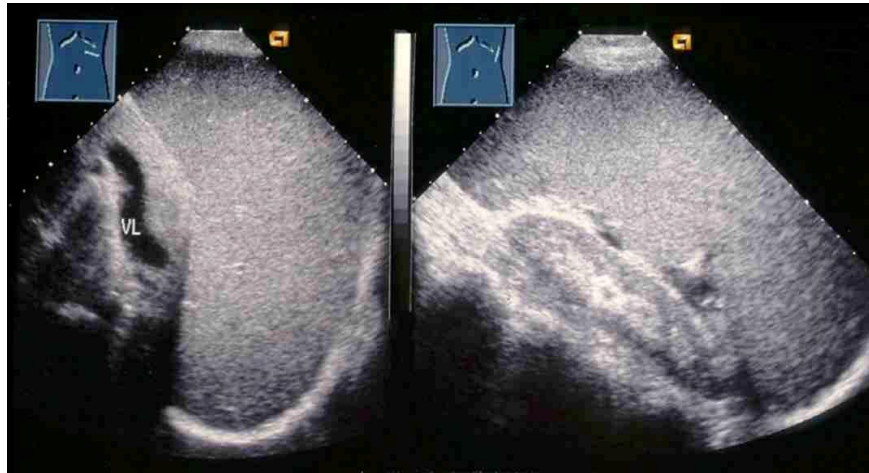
Sonographische Darstellung (B-Mode) der Milz in zwei Ebenen
